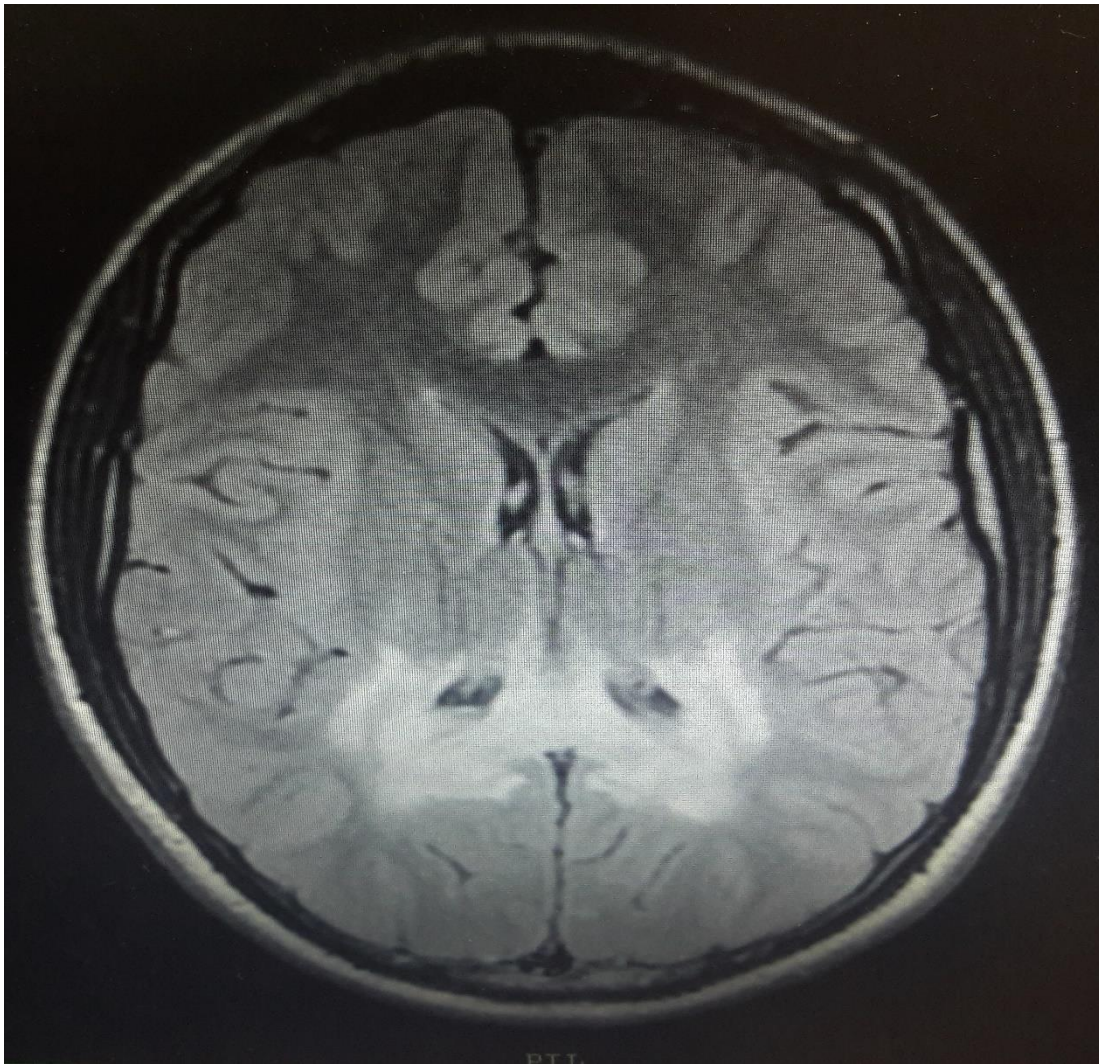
Resonancia magnética de encéfalo corte axial, en la que se evidencia imagen hiperintensa que compromete sustancia blanca parietooccipital y el esplenio del cuerpo calloso en secuencia T2 Flair.
